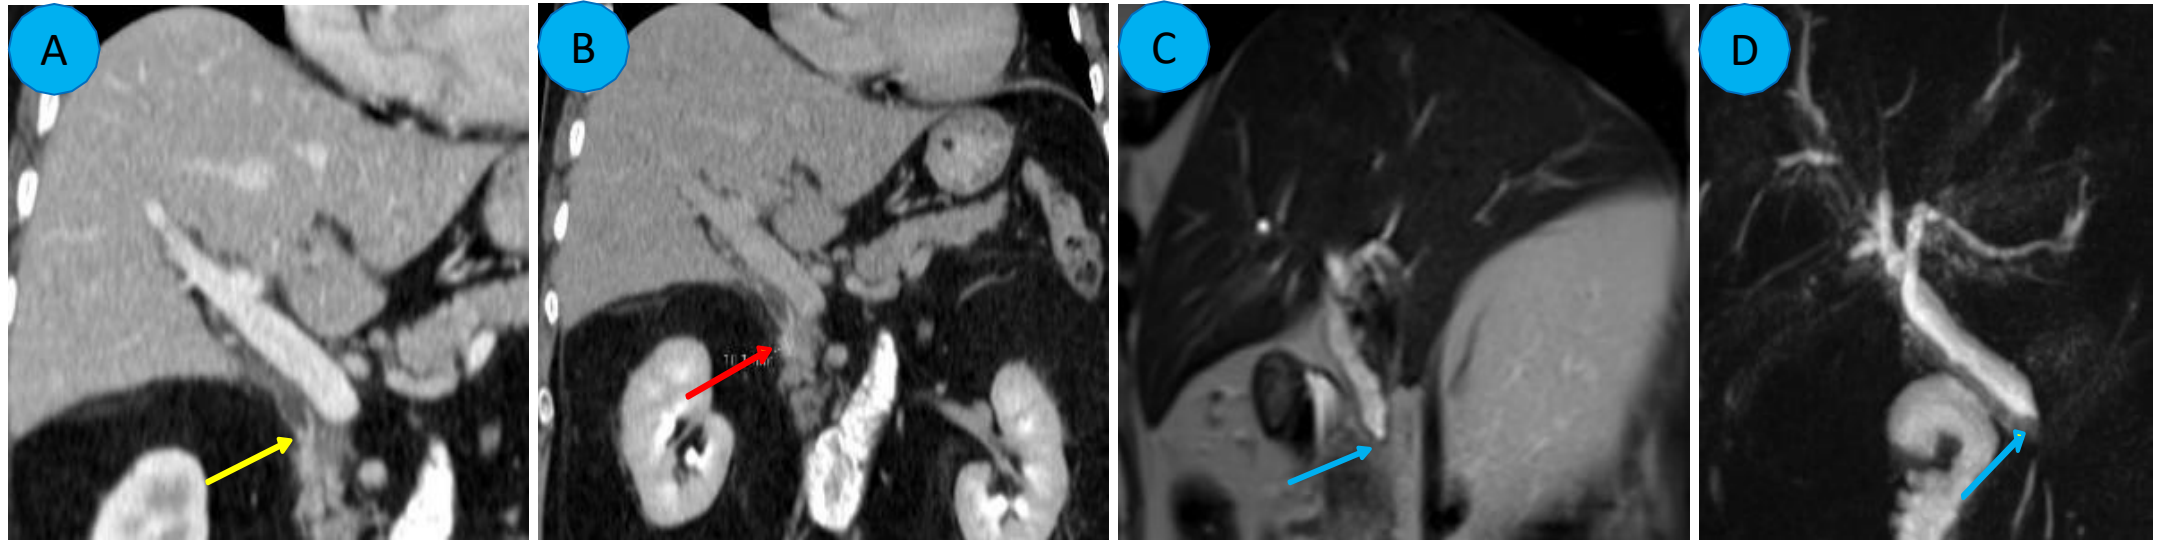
A. TC (fase portal): abrupto “signo de pico” en el colédoco intrapancreático (flecha amarilla); B. TC (fase tardía): lesión obstructiva del conducto biliar intrapancreático (11 mm) (flecha roja) que se extendía hacia el parénquima pancreático adyacente, sugestivo de colangiocarcinoma distal; C-D. RM/RMCP: estenosis infiltrativa en manguito del colédoco intrapancreático, que podría corresponder a un CCA distal o a un adenocarcinoma de la cabeza pancreática
